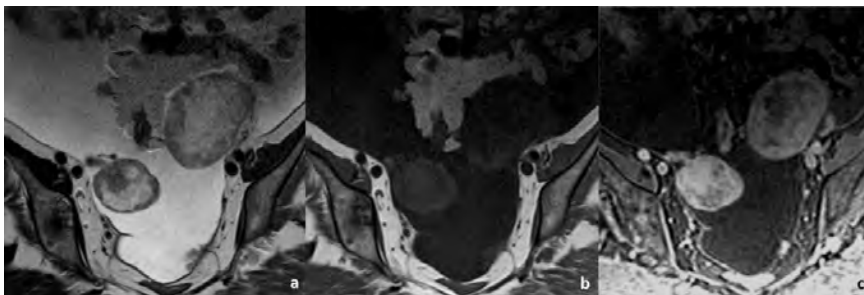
Mulher de 62 anos com metástase bilateral do ovário de adenocarcinoma gástrico no estágio IV. A RM pélvica, com sequências axiais ponderadas em T2 (a), T1 (b) e T1 com saturação de gordura após administração de gadolínio (c) demonstra ascite severa e lesão do ovário bilateral, sólida, com áreas de necrose, compatível com metástase bilateral do ovário.
